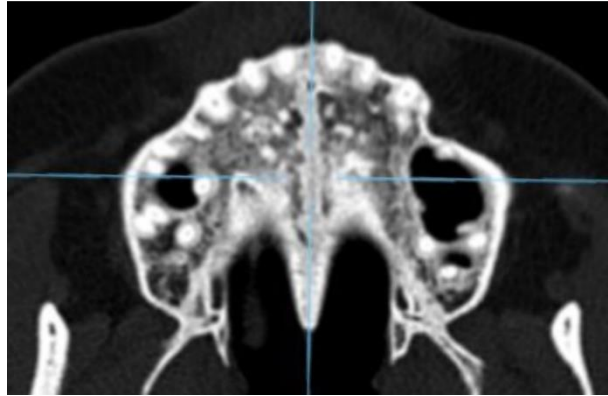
Reconstrução axial do exame de TC com o plano coronal na região central do palato.
